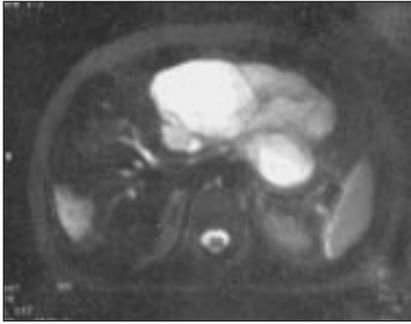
RMN hepática con contraste. Se observan 4 lesiones hepáticas focales. La de mayor tamaño comprime curvatura menor gástrica.
